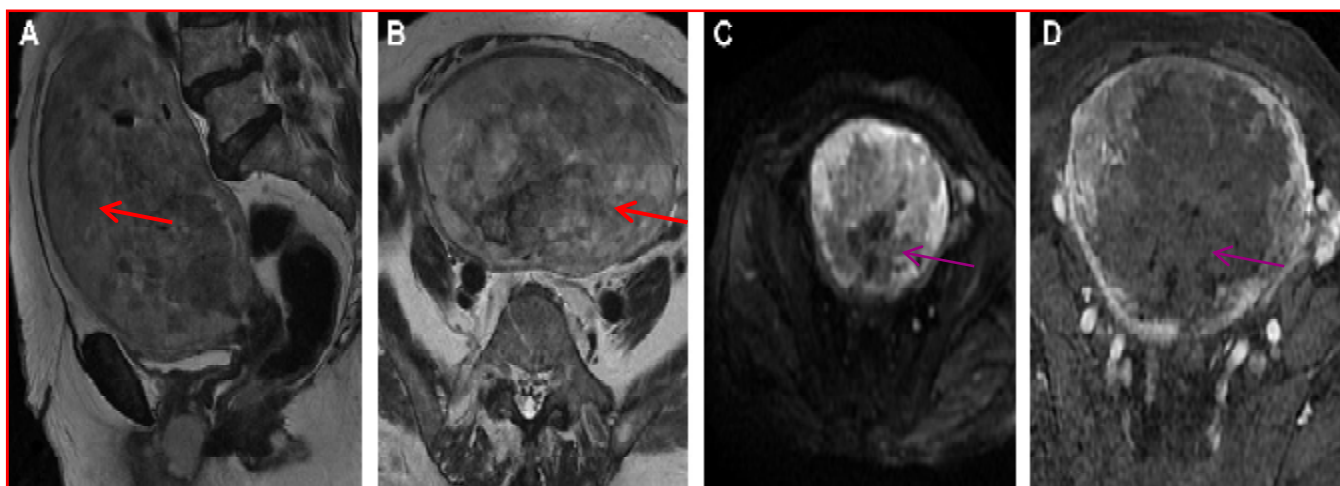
IRM pelvienne CHU Hassan 2 : Séquences sagittale T2 (A), axiale T2 (B), diffusion (C), axiale T1 FAT SAT C+ (D) : volumineuse masse endo-utérine en hétérosignal avec une zone périphérique en hyposignal T1 et hypersignal T2 (flèche rouge), rehaussée de façon hétérogène après contraste (flèche rouge)
